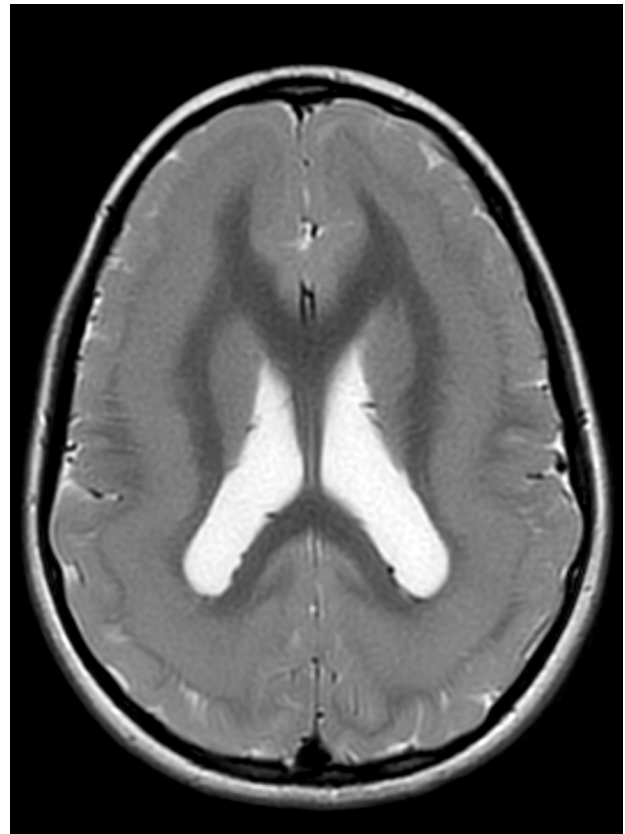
RM FLAIR corte coronal. Se visualiza una banda subcortical con señal similar a la corteza cerebral ubicada sobre la sustancia blanca correspondiente correspondiente con el signo de la doble corteza en relación con heterotopía en banda.
